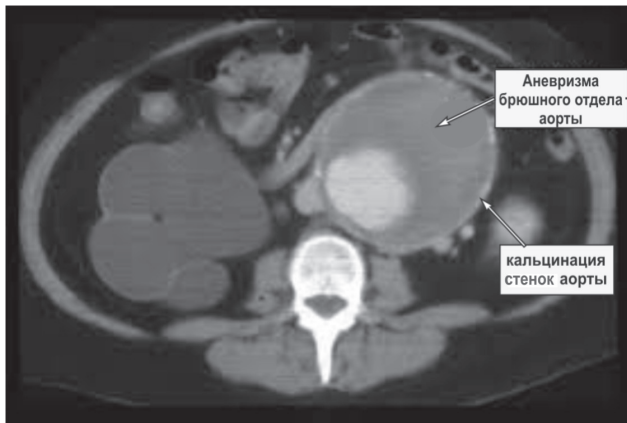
КТ-аортоартеріографія аневризми аорти
